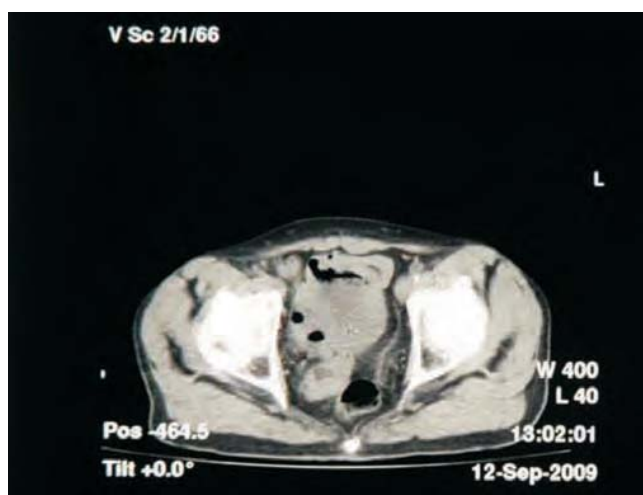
Ex. CT – formațiune tumorală situată în micul bazin, aderent de vezica urinară
